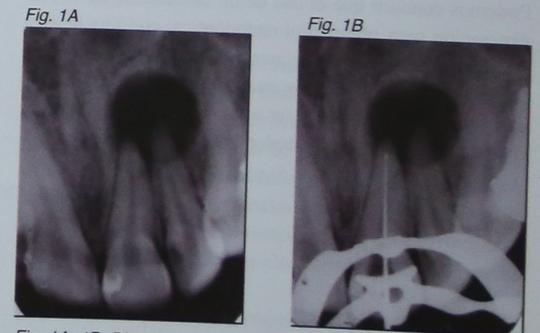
1B: Diagnóstico: AAA edema palatino 2.1 y 2.2 con necrosis pulpar y lesión ápicoperiapical visible radiográficamente. Drenaje por conducto.
